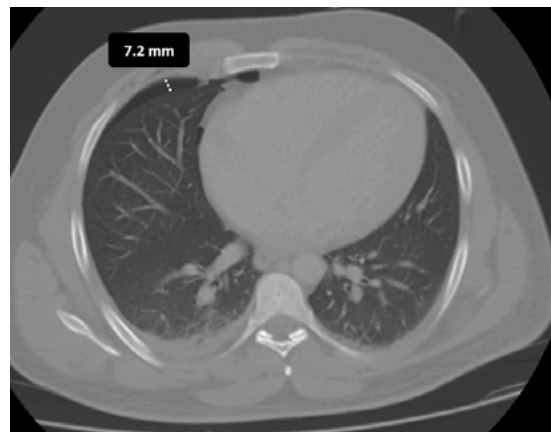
Medición del NTXO por TC. La misma corresponde a un paciente masculino de 31 años con NTXO por herida de arma blanca en el cual se realizó tratamiento conservador exitoso.
